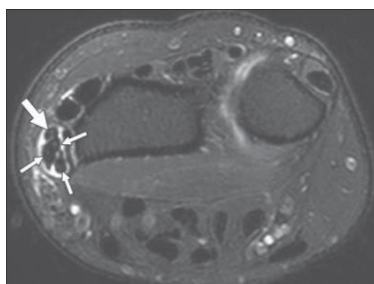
IRM laissant apparaître un hypersignal entourant les tendons du premier compartiment extenseur. Plusieurs divisions tendineuses du LAP sont visibles (flèches fines). La téno-synovite s'étend également autour du tendon du CEP (flèche épaisse) [132].
